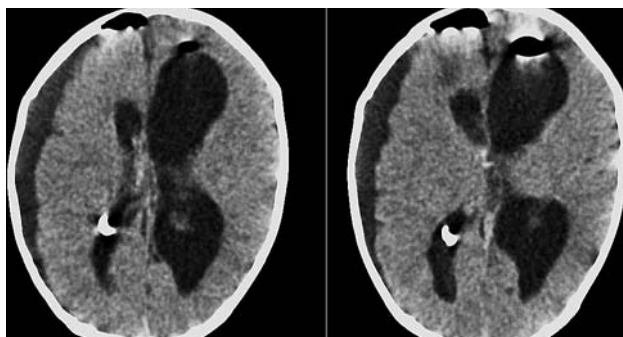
МСКТ после операции, аксиальные срезы. Воздух в субдуральном пространстве правого полушария и в переднем роге левого бокового желудочка. Протяженный сигнал от скопления жидкости в субдуральном пространстве правого полушария. В просвете правого бокового желудочка пассивный промывной дренаж
